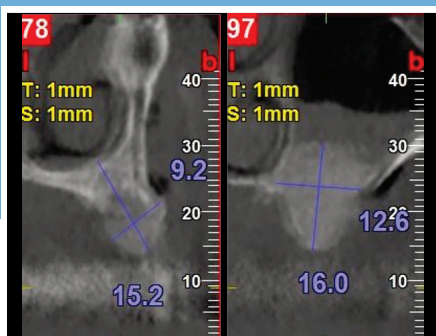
TC después de intervención de regeneración.
